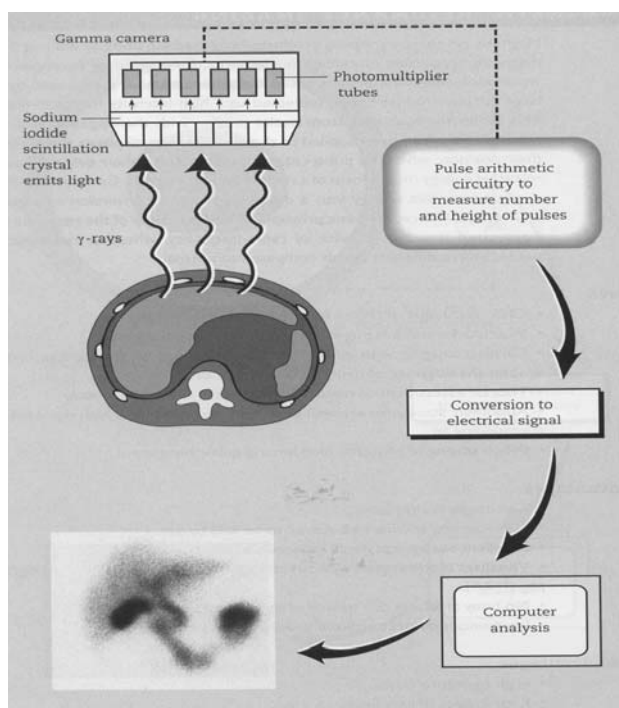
Принцип получения изображения на сцинтиграмме
